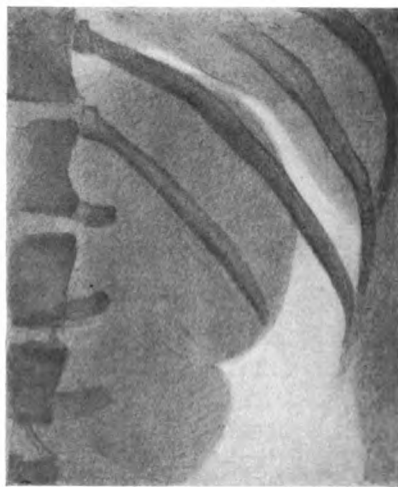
Pneumoradiographie desselben Falles.
